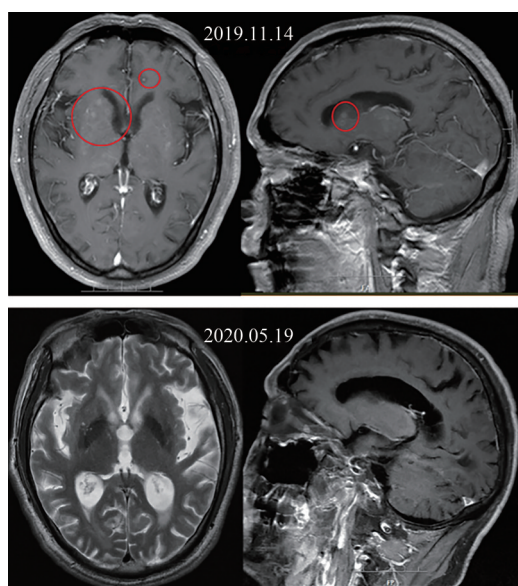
2019 年 11 月与 2020 年 5 月的脑部 MRI 对比
